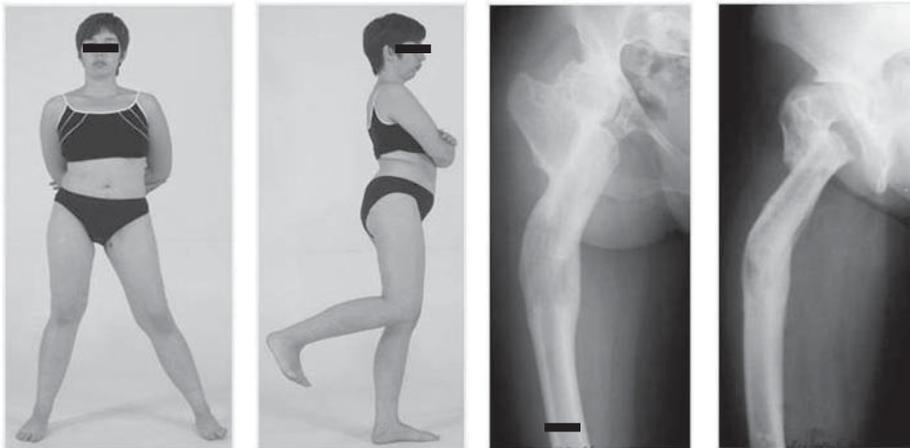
Внешний вид б-ой К., 26 лет, и рентгенограммы правого бедра в прямой и боковой проекциях через 8 лет после выполнения опорной остеотомии.
